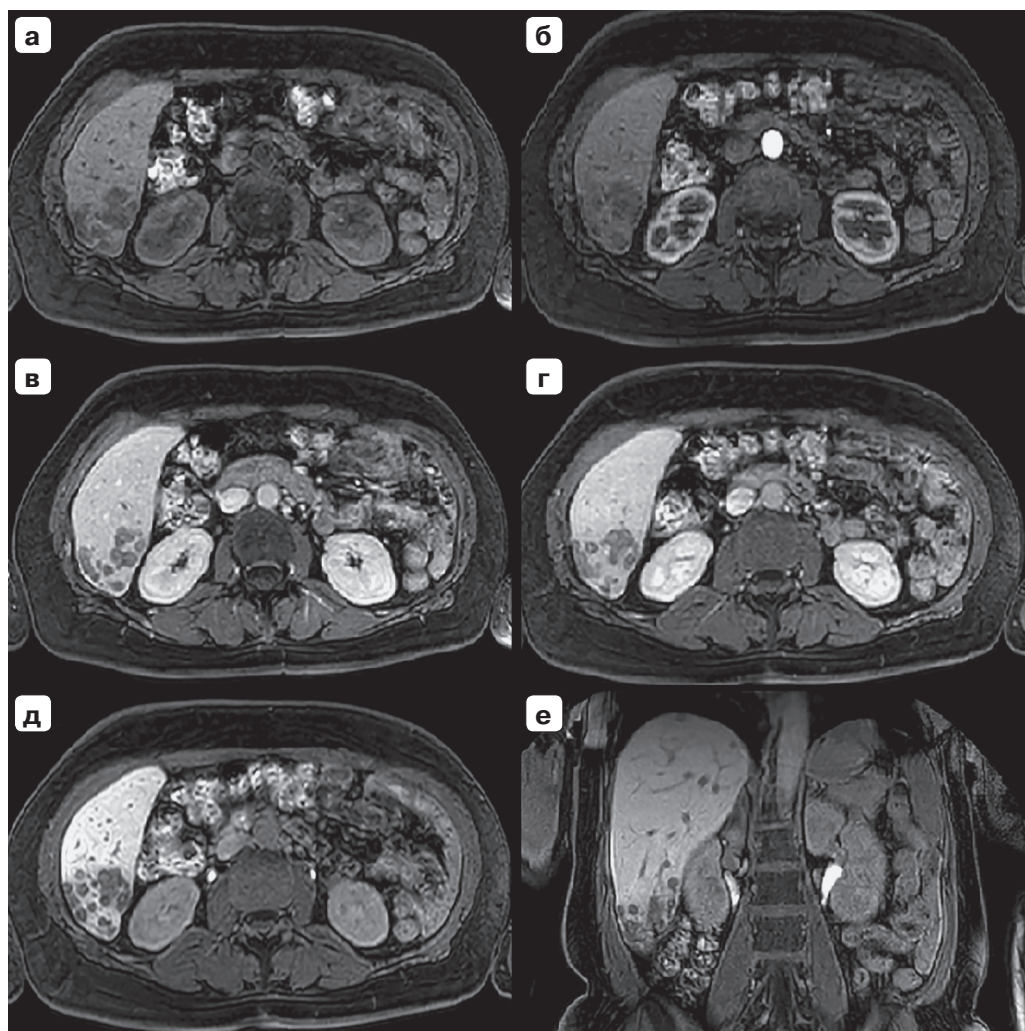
Множественное метастатическое поражение печени. МРТ-исследование органов брюшной полости с ГСКП. В обеих долях печени множественные участки размерами от 5 до 60 мм, с неровными контурами, гетерогенной структуры. Накопление контрастного вещества в артериальную фазу слабое, кольцевидное, прогрессирование накопления контрастного вещества в виде «мишеней» к ранней отсроченной фазе. В гепатоспецифическую фазу накопление ГСКП преимущественно в центральных отделах. а – нативная фаза; б – артериальная фаза; в – венозная фаза; г – отсроченная фаза (5 мин после введения ГСКП); д – гепатоспецифическая фаза (20 мин после введения ГСКП), фронтальная плоскость; е – гепатоспецифическая фаза, аксиальная плоскость.
